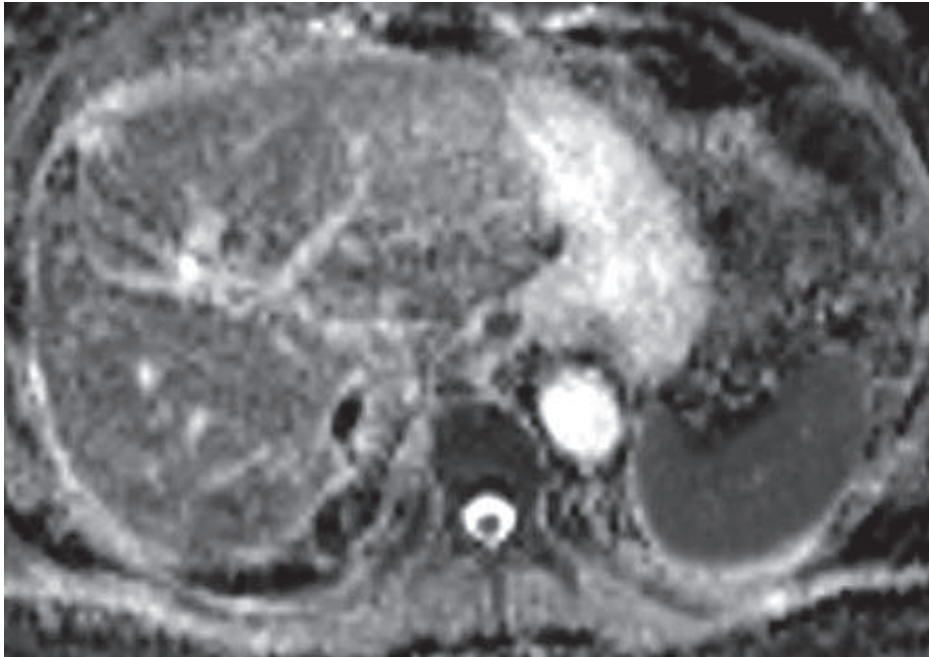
Obrazowanie zależne od dyfuzji zostało wykonane przy użyciu sekwencji echa planarnego w płaszczyźnie poprzecznej (*transverse echo planar imaging*) przy różnych wartościach parametru b: 0-15; 0-30; 0-100, 0-300; 0-500 (s/mm²). Średnia intensywność sygnału wątroby była obliczana przy użyciu konsoli stacji diagnostycznej AW 4.4 (Advantage Windows, General Electric Medical System, WI, USA) na podstawie trzech różnych pomiarów, poprzez ręczne ustawienie ROIs na pięciu kolejnych skanach w obrębie tylnych segmentów prawego płata wątroby, z dala od dużych naczyń i zmian ogniskowych. Pole ROI wynosiło 1,5–2 cm. Uzyskiwano ilościowe pomiary ADC w ROI ręcznie umieszczonych na mapach DWI. Mierzono ADC tylko na dobrej jakości obrazach, w jednorodnym obszarze parenchymy, wolnym od artefaktów związanych z chemicznym przesunięciem i podatnością magnetyczną.
